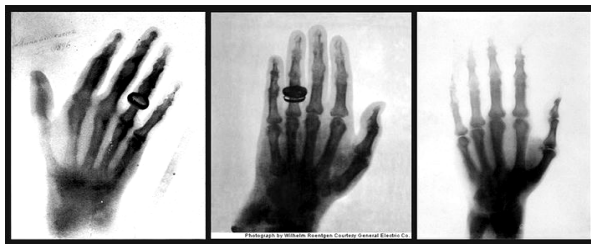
Кисть руки. Слева направо: А.С. Попова, госпожи Рентген, Эжена Дюкрете (из коллекции Генри Буля) [4]
